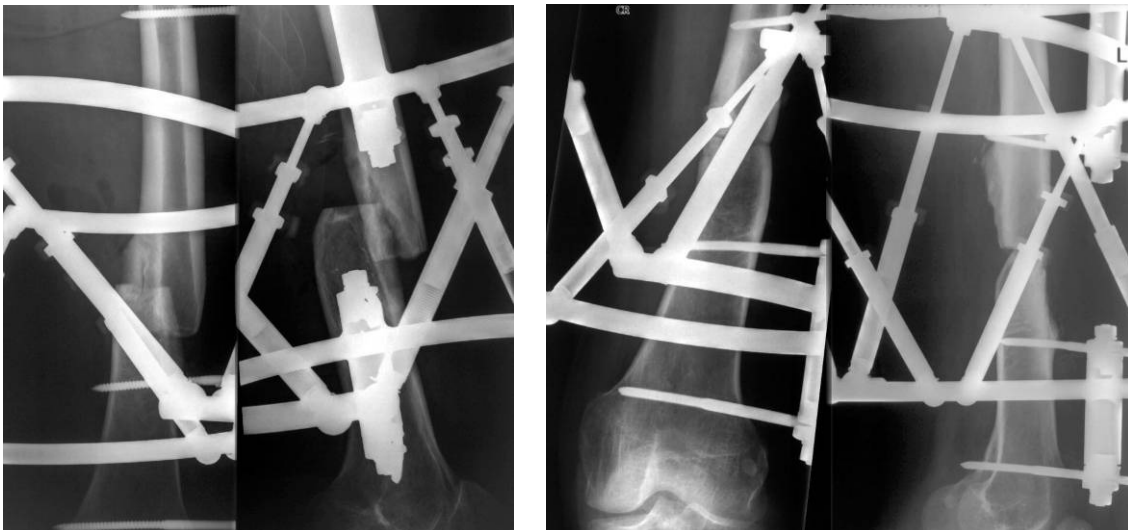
Röntgenbilder vor und nach der Reposition mit dem Hexapodfixateur
